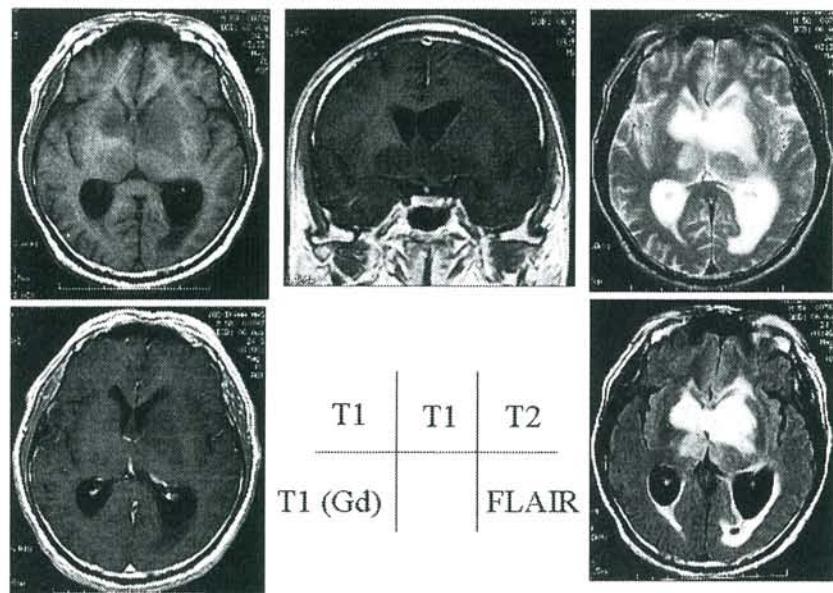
入院時MRI (9-24-03) FLAIR
